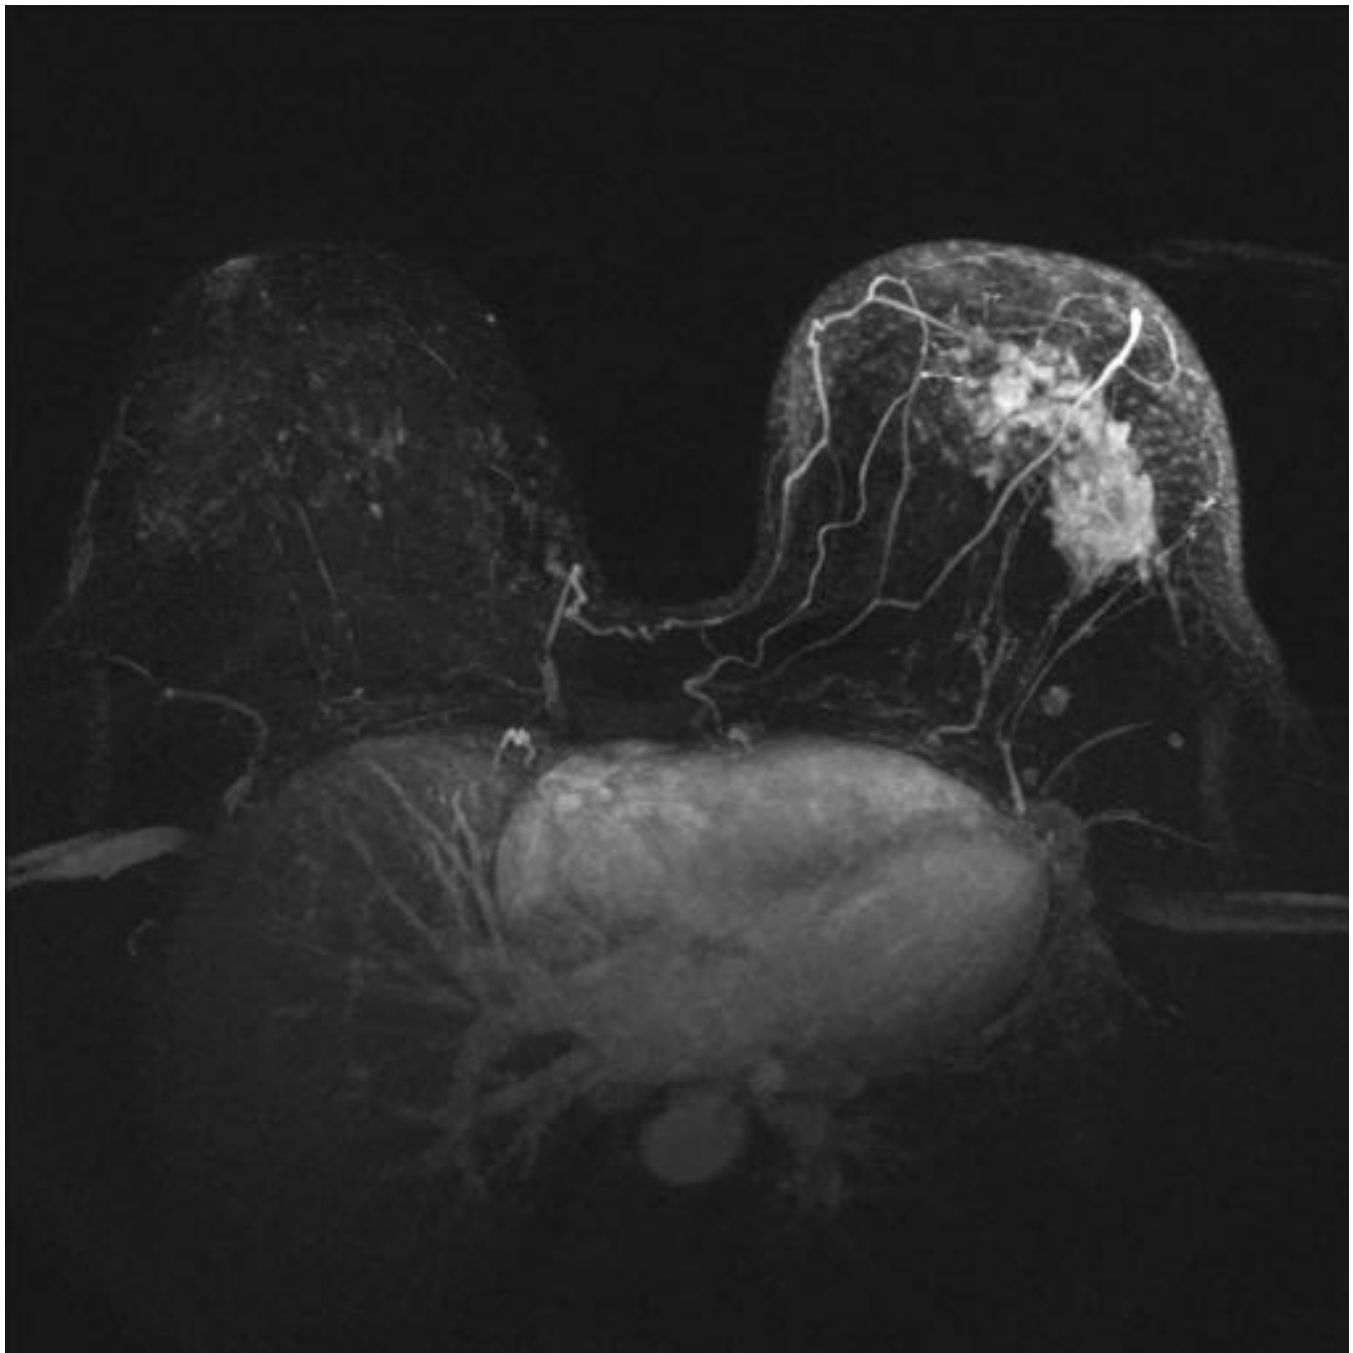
Estudio de Extensión con RM de CLI en MI donde la lesión resultó ser de mayor tamaño al espe
